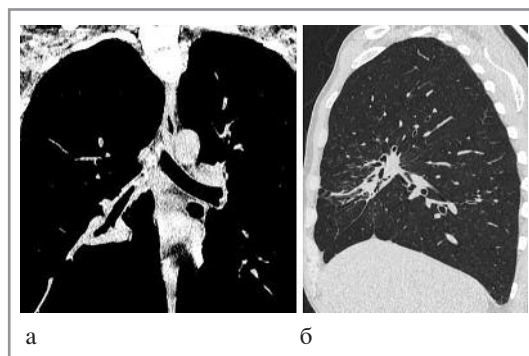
КТ-исследование через 6 мес лечения: а – регресс изменений во внутригрудных лимфатических узлах; б – рассасывание инфильтративных и очаговых изменений в легочной ткани.
